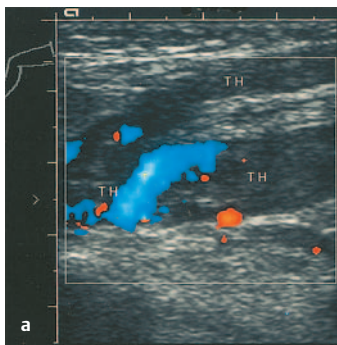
a u. b Tiefe Venenthrombose als paraneoplastisches Syndrom. a FKDS: Thrombose. b Ursache: Lokal metastasiertes Sigmoidkarzinom. Klinisch über drei Wochen rezidivierend Pneumonien mit Fieber; zunächst Diagnose einer Infarktpneumonie; Diagnose des Tumors erst im Rahmen einer sonographischen Tumorsuche nach TVT
